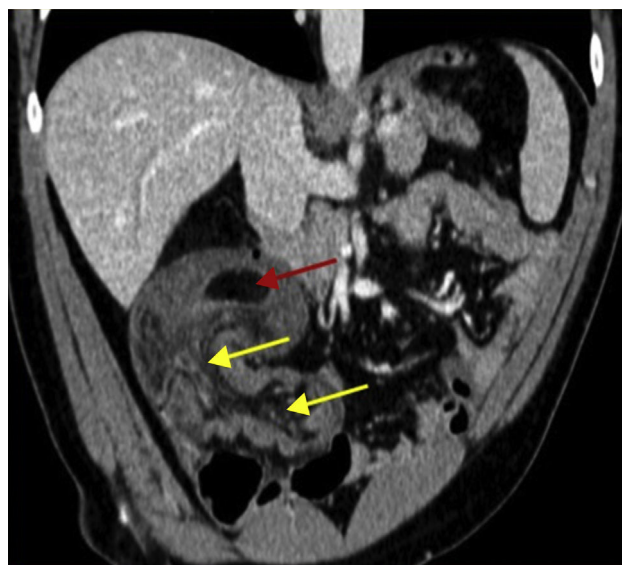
Reconstrucción coronal de la TC abdominal donde se observa la cabeza de la invaginación que corresponde a un lipoma (flecha roja) y la gran invaginación íleo-cólica con vasos y grasa mesentérica dentro de la luz del colon (flechas amarillas).
